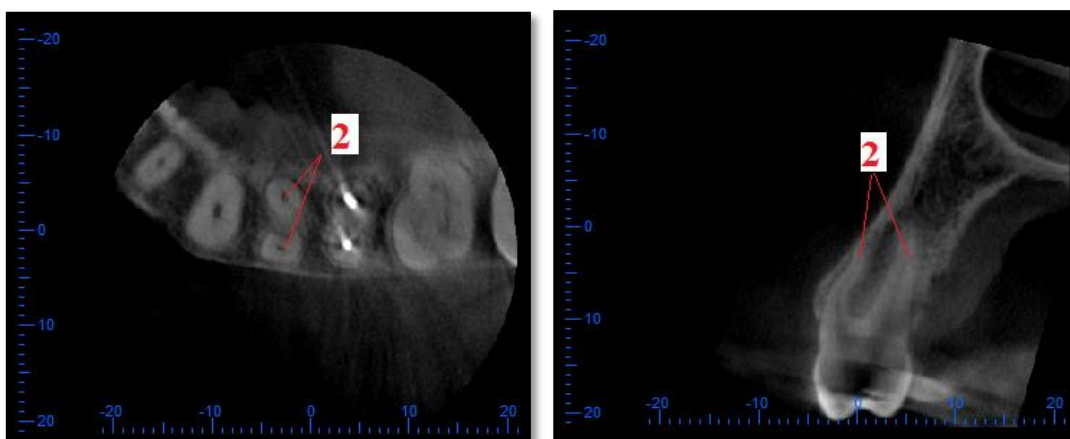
Ejemplo de obtención del dato N° de Raíces para un primer premolar superior birradicular. Lado izquierdo corte axial, lado derecho corte sagital, TC Cone Beam, Software One Volume Viewer.
